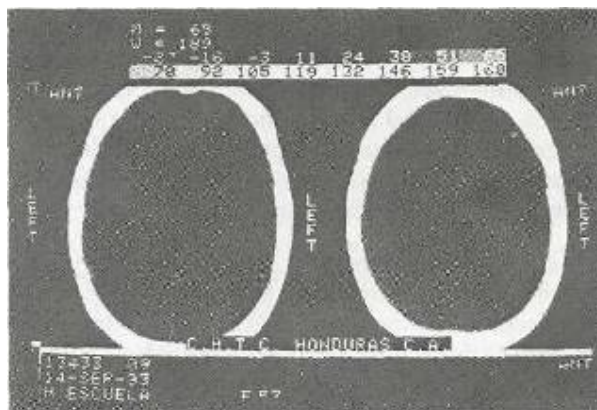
Tomografía realizada días después adonde se observa dilatación cuadriventricular con reabsorción transependimaria.
